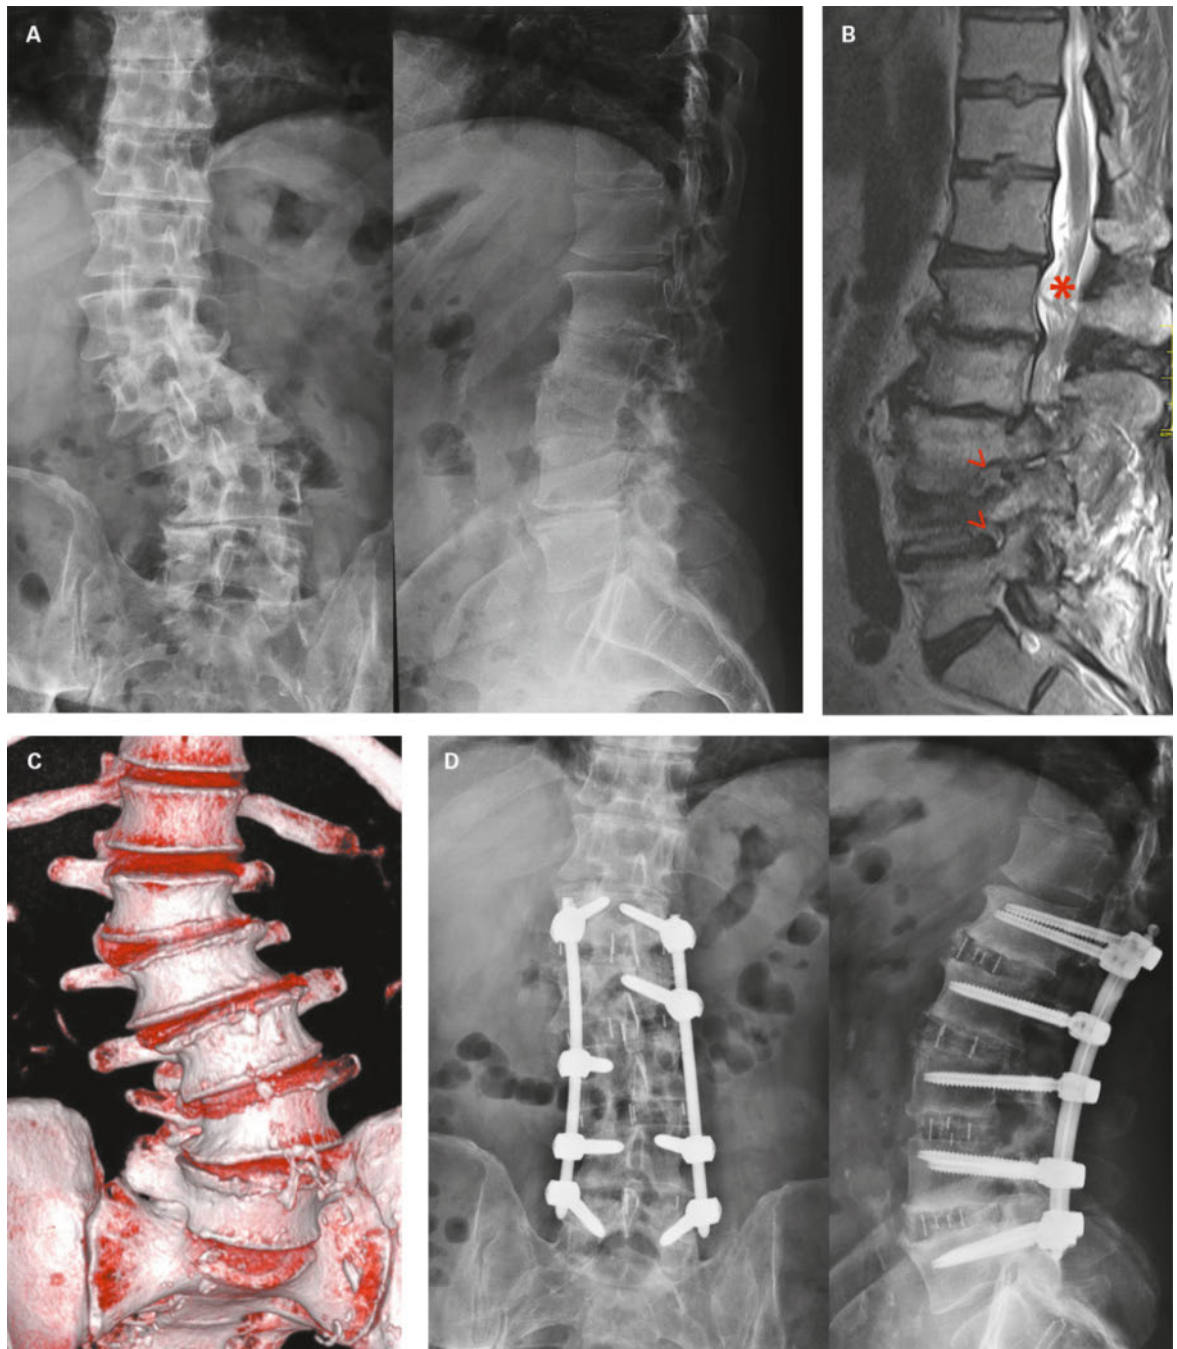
Schwere degenerative Skoliose mit Lordoseverlust und hochgradiger Einengung des Spinalkanales (Mann, 67-jährig). Das konventionelle Röntgenbild (A, stehend ap und seitlich) zeigt auf einen Blick die statische und knöcherne Situation. Im Magnetresonanztomogramm (B) stellt sich die schwere Einengung des Spinalkanales mit einer «Knäuelbildung» der Cauda-Fasern (*) und hochgradigen foraminaalen Stenosen (>) dar. Die 3-D-Rekonstruktion der Computertomographie (C) illustriert das Ausmass der segmentalen Veränderungen. D) Moderne, minimalinvasive operative Behandlung mittels Segmentaufrichtung von der Seite, kombiniert mit einer perkutanen Stabilisierung von dorsal (konventionelles Röntgenbild, stehend ap und seitlich). Die Restaurierung der «normalen» Anatomie führt zu einer indirekten Entlastung des Spinalkanales, ohne formale Dekompression.
